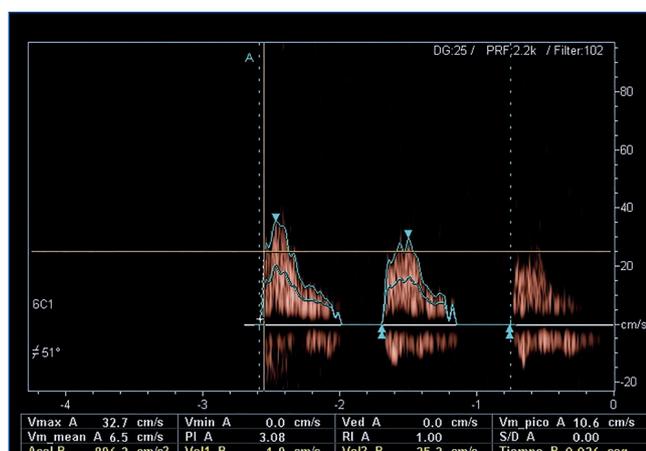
Doppler del riñón izquierdo.
